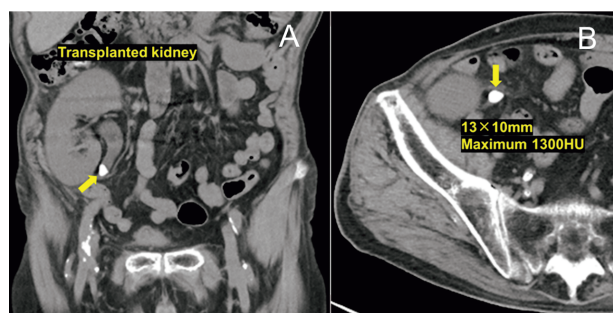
(A, B) Preoperative non-contrast CT showing a 13- × 10-mm ureteral stone (yellow arrow).
